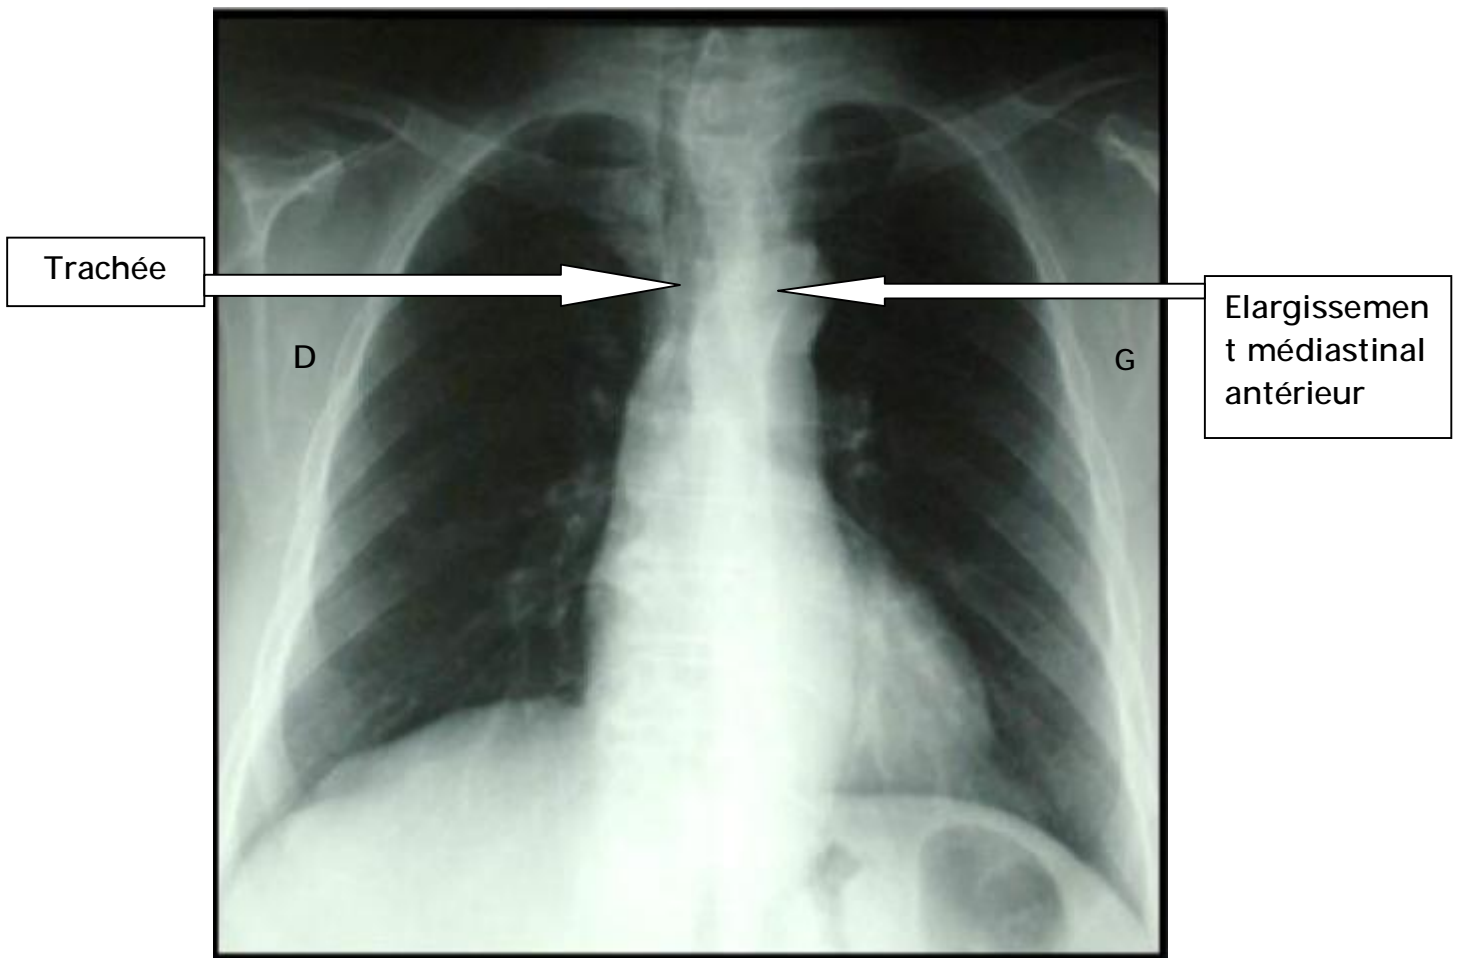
Figure n °24 : Radiographie de thorax de face : goitre plongeant à gauche refoulant la trachée vers la droite [iconographie service ORL du CHU Fès]
